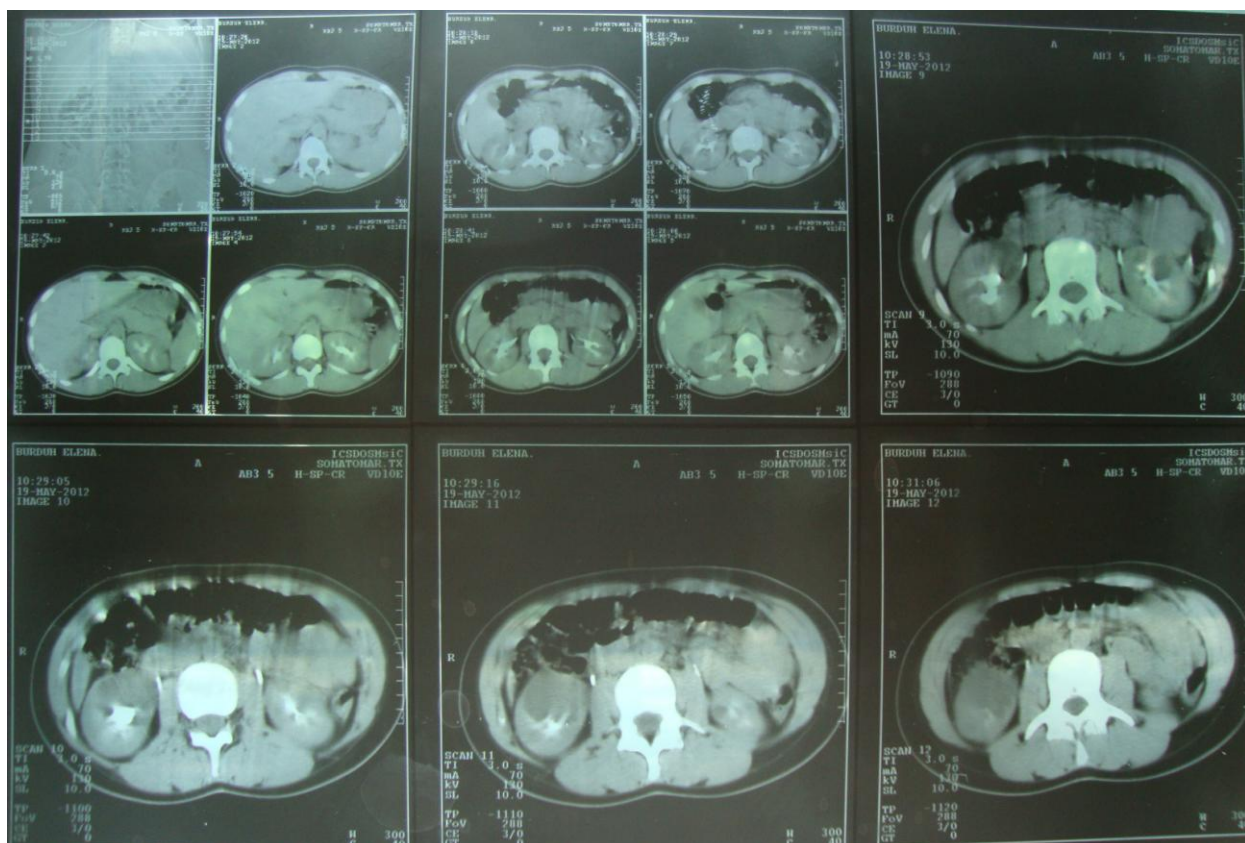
Tomografia computerizată
